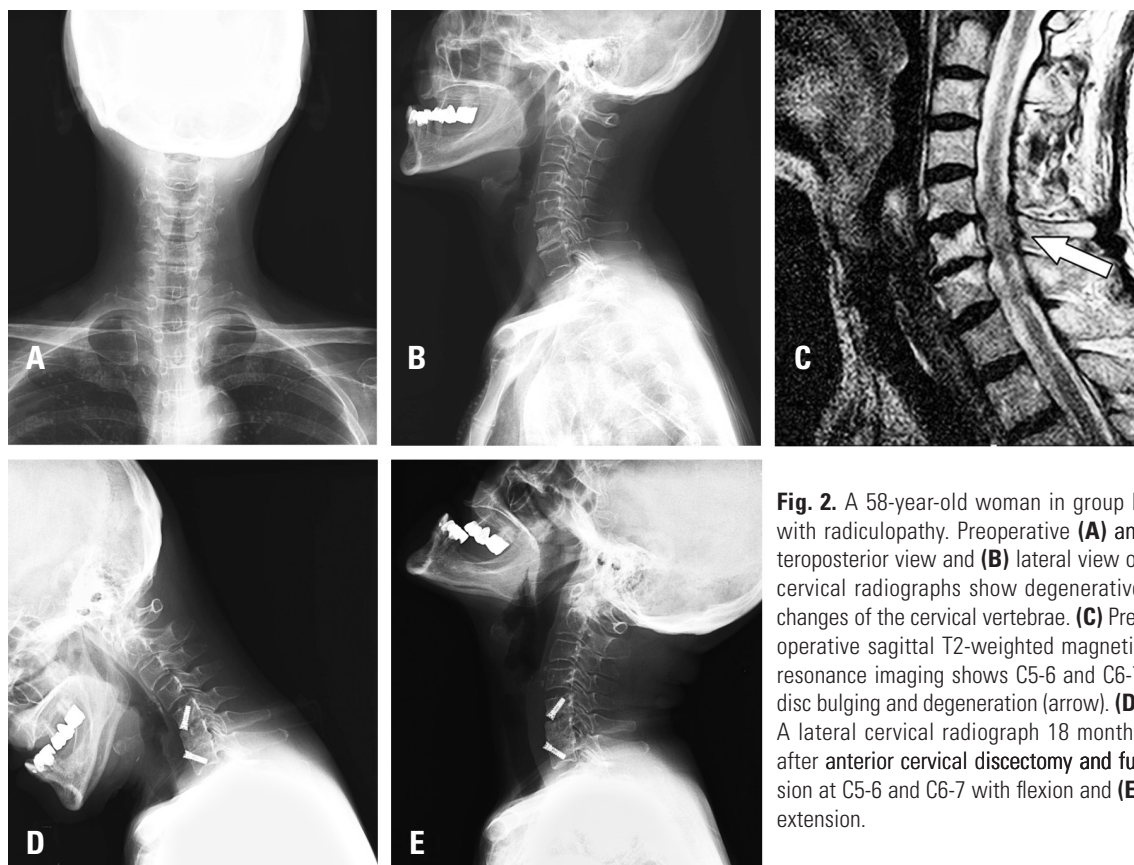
A 58-year-old woman in group II with radiculopathy. Preoperative (A) anteroposterior view and (B) lateral view of cervical radiographs show degenerative changes of the cervical vertebrae. (C) Preoperative sagittal T2-weighted magnetic resonance imaging shows C5-6 and C6-7 disc bulging and degeneration (arrow). (D) A lateral cervical radiograph 18 months after anterior cervical discectomy and fusion at C5-6 and C6-7 with flexion and (E) extension.
